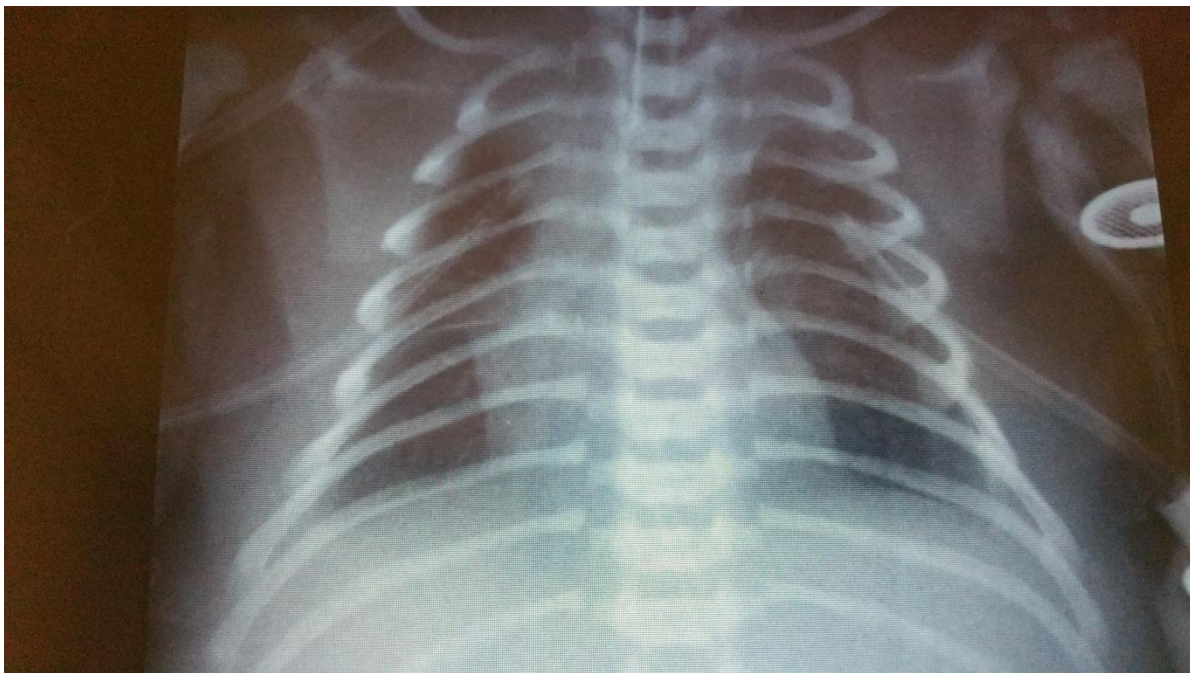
Radiographie du thorax après drainage thoracique bilatéral
